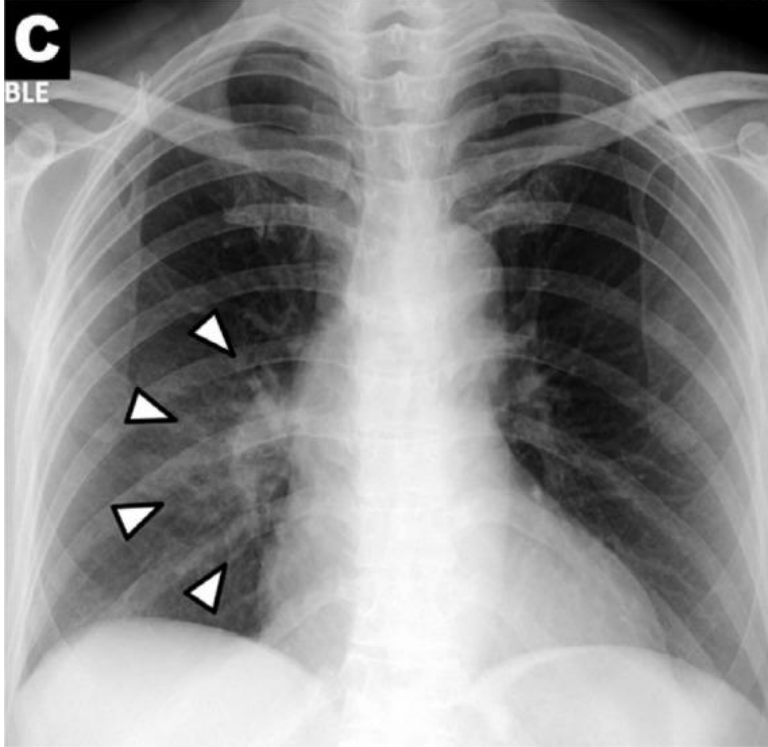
COVID – 19 BT’ de görülen periferel buzlu cam dansiteleri(A) X-Ray’de görülmemesi
